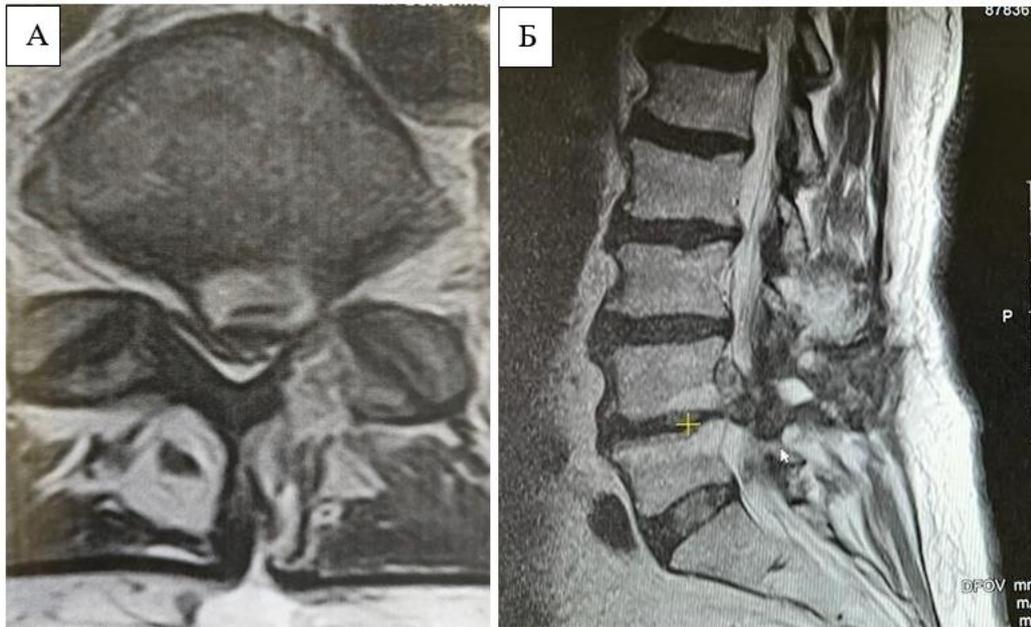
Предоперационная магнитно-резонансная томография. А – центральное расположение грыжи, предыдущая ламинэктомия и частичная фасетэктомия. В – Сагиттальная МРТ, показывающая наличие изменений Modic-2 на уровне L4-L5
